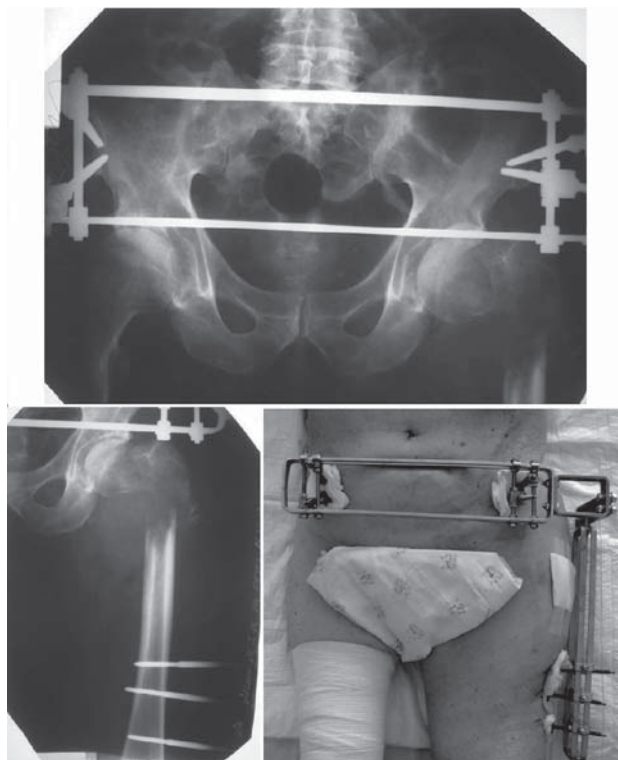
Рентгенограми та вигляд пацієнта з патологічним переломом стегнової кістки після установки апарата зовнішньої фіксації «стегно-таз».
